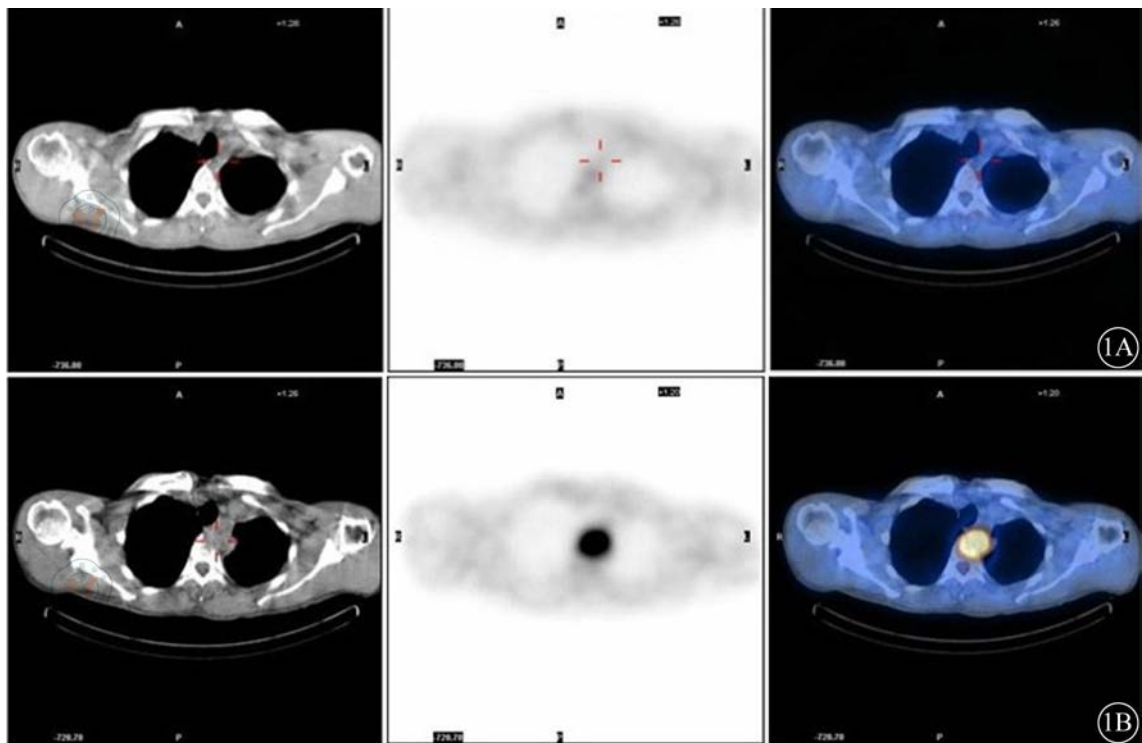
患者男, 39岁, 左肺上叶低分化鳞癌T2N0M0 I b期, 左肺上叶切除术后。1A: 2011年9月8日¹⁸F-FDG符合线路显像未见明显异常浓聚; 1B: 2011年12月7日¹⁸F-FDG符合线路显像示左上胸膜旁高度异常放射性浓聚灶, 累及邻近胸椎, 考虑肺癌术后复发转移所致
